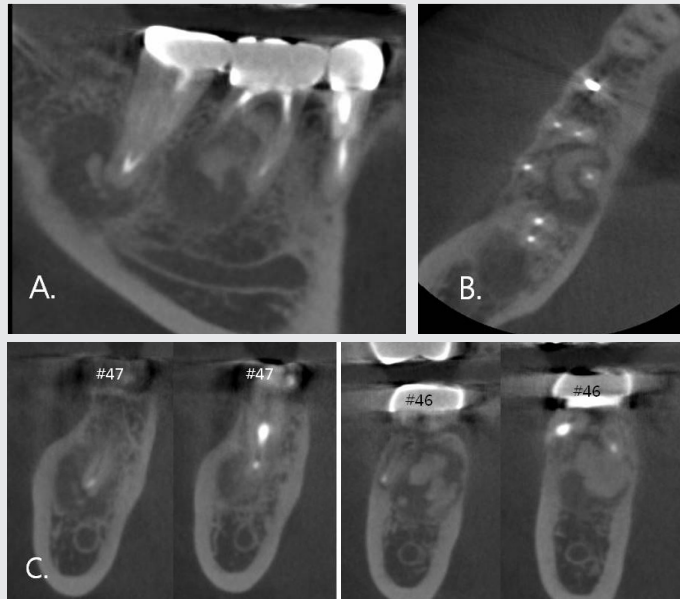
Cone beam computed tomography; panoramic (A), axial (B), cross (C) sections. Well defined mixed lesions with amorphous masses inside is seen at the apical region of the posterior teeth. Radiopaque masses are separated from the roots.
